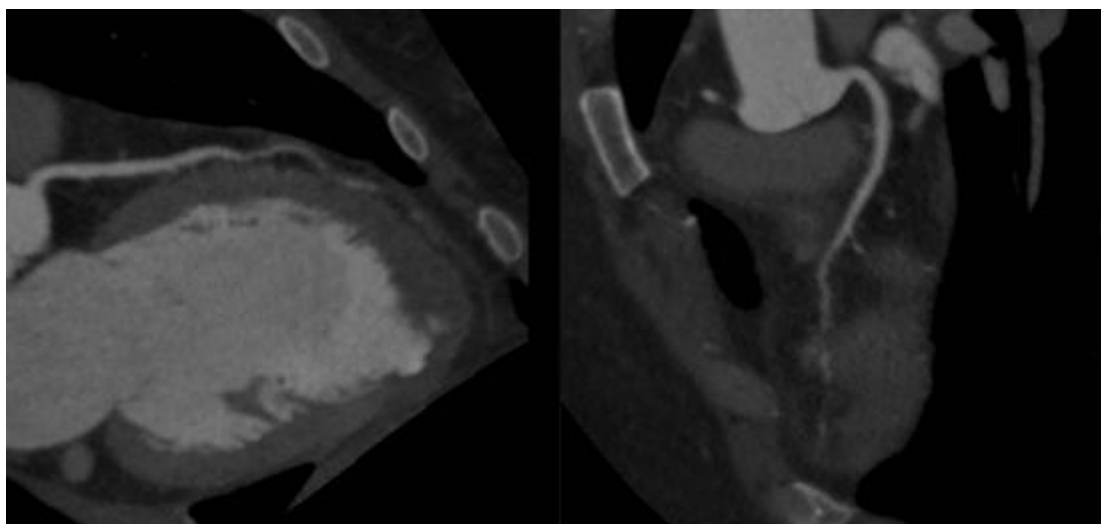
МСКТ передней межжелудочковой артерии больной А.
